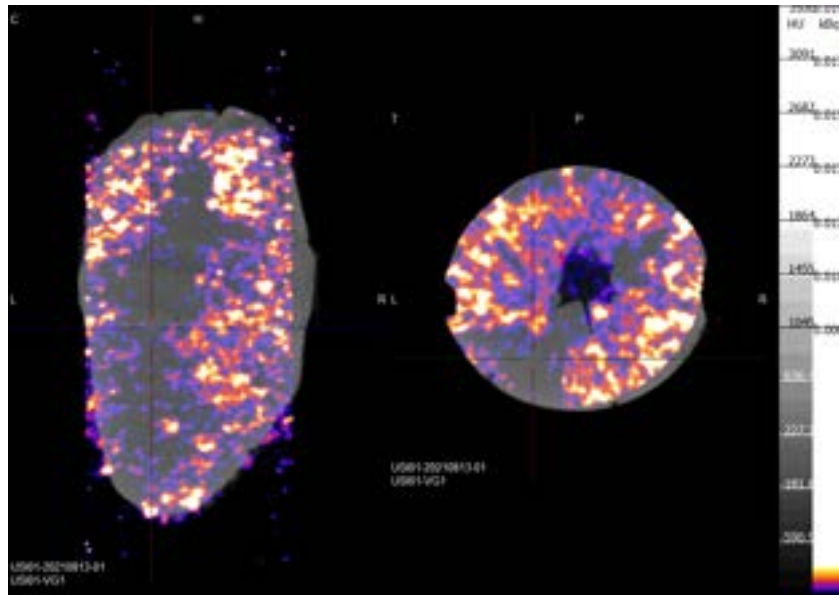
Scintigraphie de perfusion mode MIP (*Maximal Intensity Projection*) à 360° et en coupes dans les trois plans de l'espace (axial, sagittal et frontal). L'échelle de couleur associée au μ CT est représentée du noir (faible densité) vers le blanc (densité élevée). Celle associée au μ SPECT est représentée du bleu (peu de radioactivité) au rouge-jaune-blanc (beaucoup de radioactivité). On observe un infarctus de localisation antérieure (majoritaire et transmural) et latérale (minoritaire, non-transmural).
